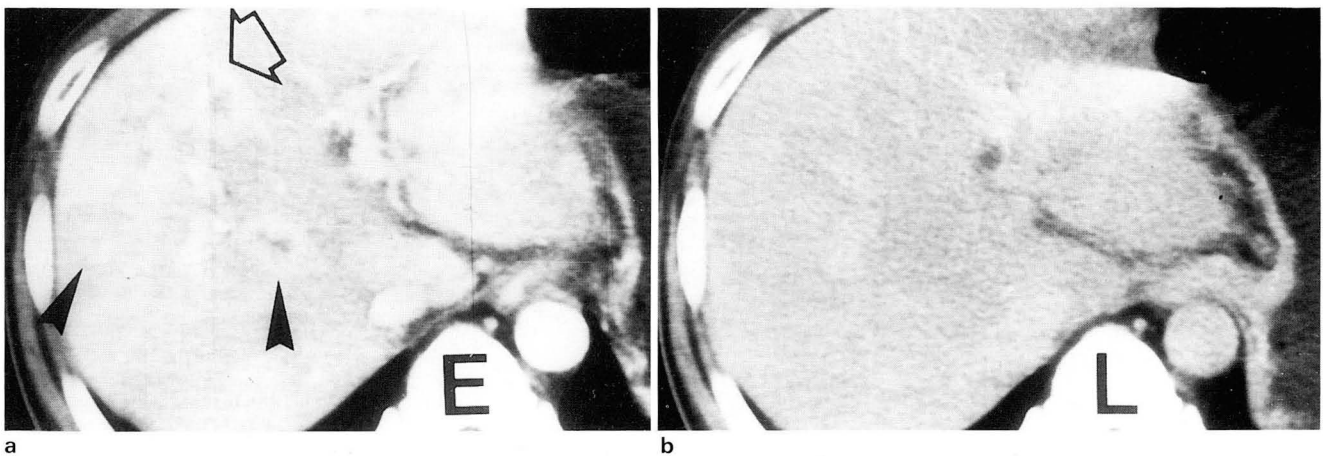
a. Early phase of bolus dynamic CT shows many ring like enhanced masses(arrowhead) with surrounding segmental hyperperfusion representing surrounding intrahepatic portal vein involvement(open arrow).
